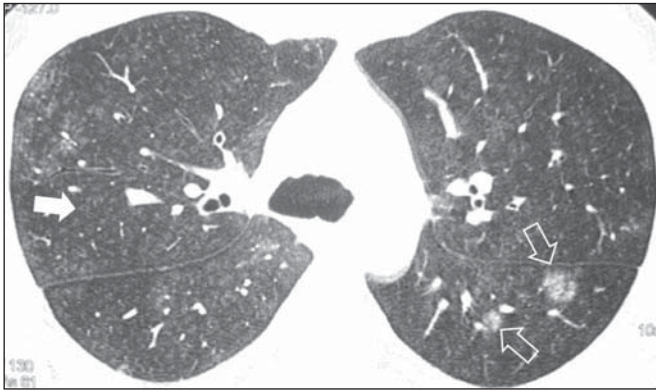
Paciente do sexo masculino, 34 anos, exposição ocupacional, trabalho com farinha de trigo. Imagem axial de tomografia de alta resolução do tórax mostrando inúmeros micronódulos centrolobulares com atenuação em vidro fosco (seta cheia), além de alguns nódulos maiores em vidro fosco no segmento superior do lobo inferior esquerdo (setas vazadas).
